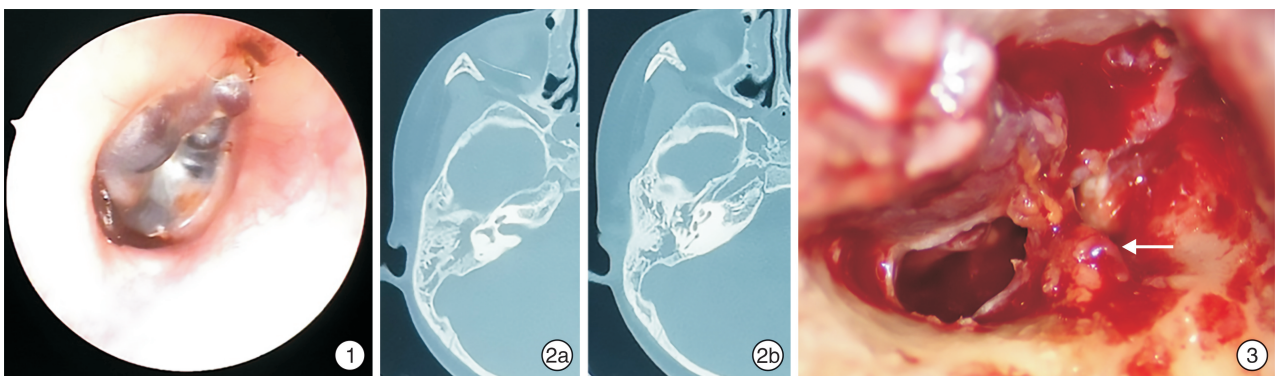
耳内镜所见 右侧鼓膜呈蓝色,下方表面可见少量陈旧血性分泌物; 图 2 颞骨轴位 CT 2a:右侧鼓室、鼓窦和乳突腔可见软组织密度影; 2b:示同一患者右侧听骨链无明显破坏; 图 3 术中所见 见乳突腔的肉芽肿样组织(白色箭头所示)。
